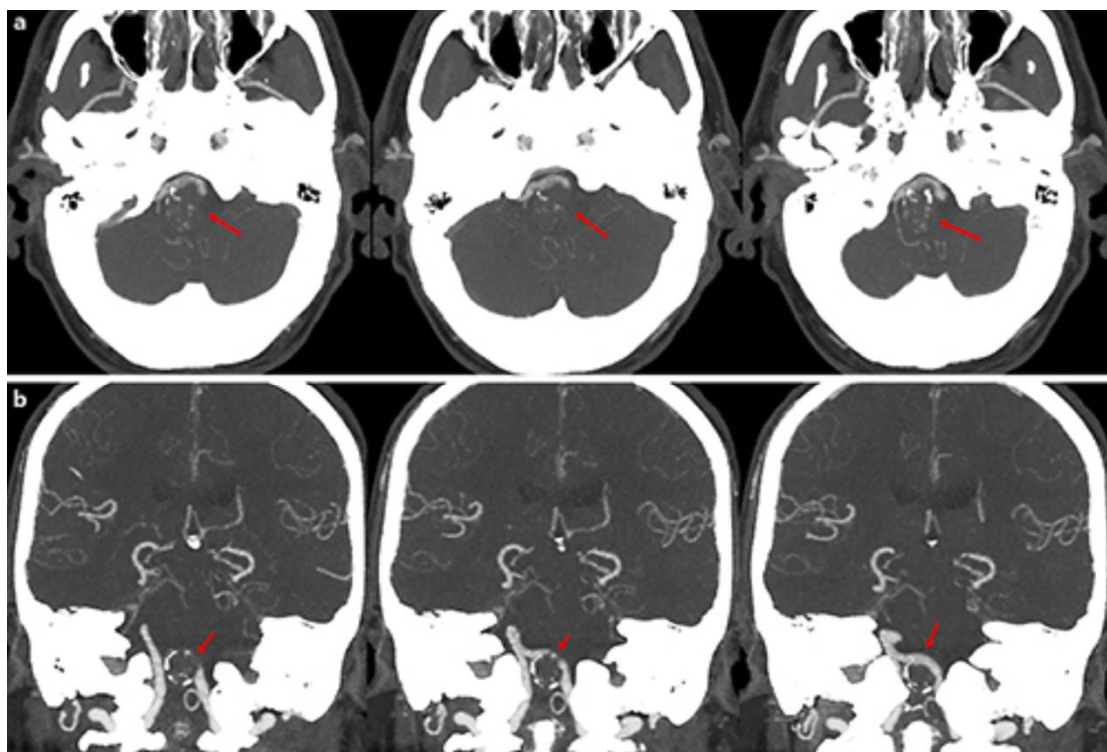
TDM cérébrale sans contraste montrant un anévrisme géant de l'artère vertébrobasilaire(flèche rouge). a) Vue coronale. b) Vue sagittale. sur la vue sagittale, on voit l'anévrisme géant comprimer le bulbe rachidien en position ventrale, mesurant  $2,6 \times 1,5$  cm.
